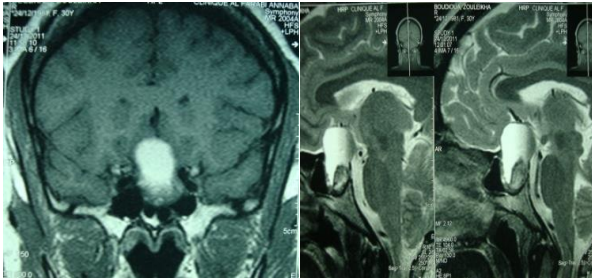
IRM .Macroadénome hypophysaire
